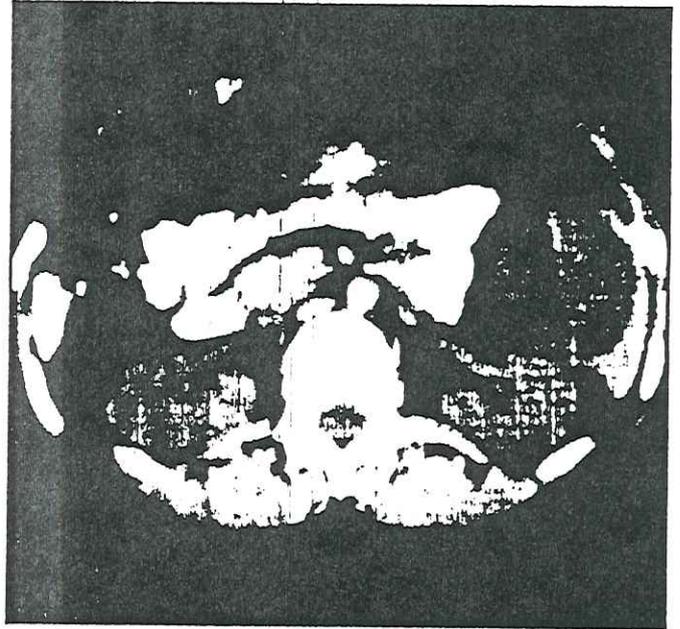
TAC: quiste esplénico situado en polo inferior de 10 cm de diámetro.
